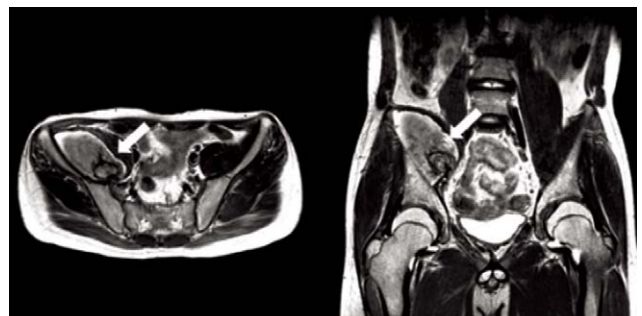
Pelvis MRI shows an iliacus hematoma compressing the right psoas muscle. And well-capsulated iliacus hematoma includes a clotting nucleus (arrow).
